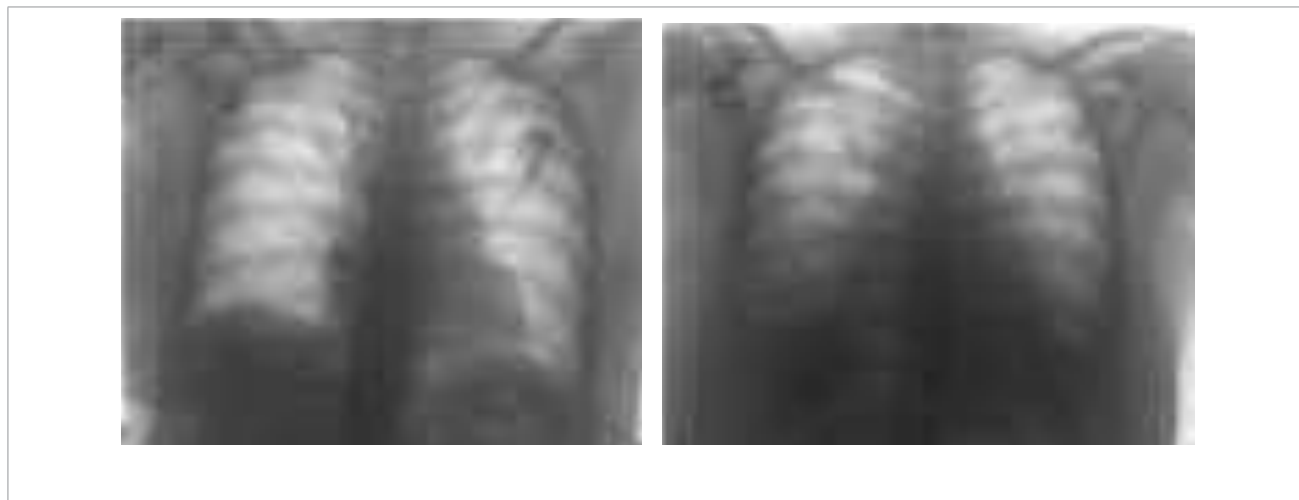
Radiografia de tórax de paciente com edema pulmonar agudo neurogênico após TCE grave. Nota-se rápida evolução. À esquerda: radiografia de admissão. À direita: algumas horas após admissão, edema associado à piora do padrão respiratório, queda de saturação e hipoxemia.
